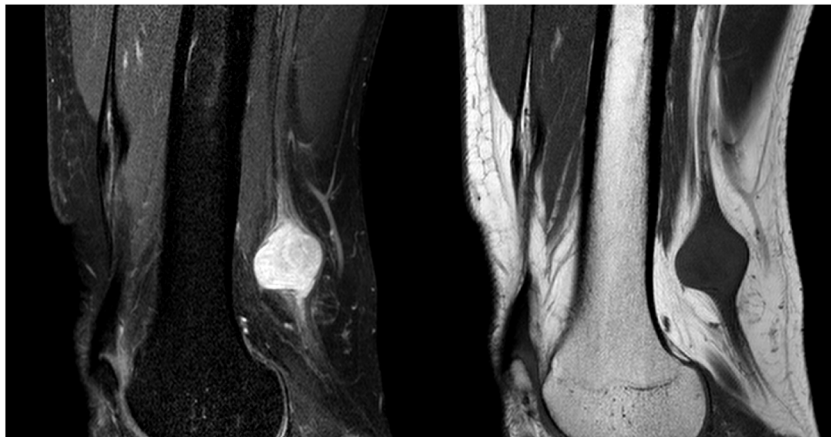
RM sagital en secuencia de densidad protónica (DP) FS y T1, en las que se observa una lesión en la fosa poplíteica superior que depende del nervio tibial posterior, que es isointensa en T1 e hiperintensa de forma heterogénea en DP. Destacar el signo del nervio entrando y saliendo.
